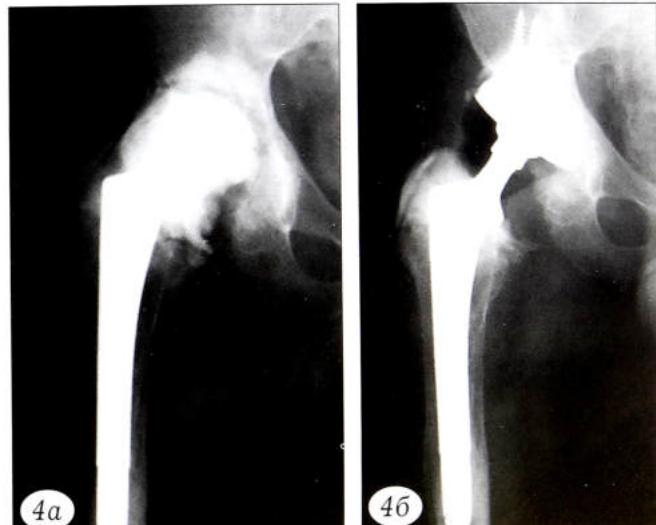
Рентгенограммы тазобедренного сустава после хирургической санации с установкой цементного спейсера на стабильный бедренный компонент (а) и после ревизионного тотального эндопротезирования (б).
